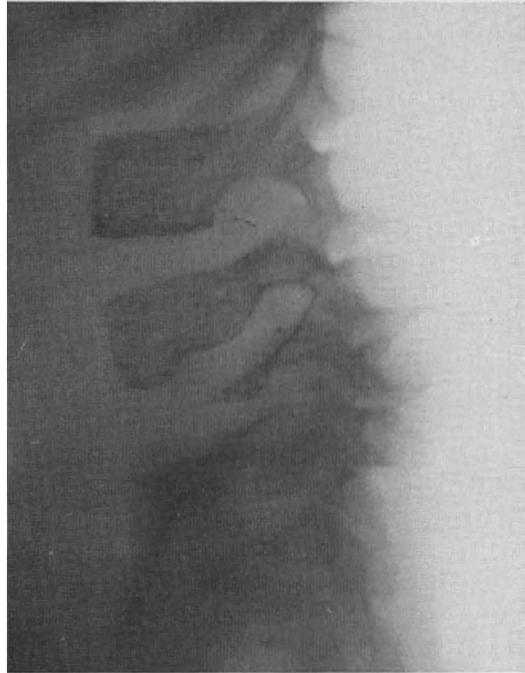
Röntgenbild zu Abb. 16. Vollständige Zerstörung des 5. und teilweise Zerstörung des 4. Lendenwirbelkörpers. Die Umrisse dieser beiden Wirbelkörperreste sind ziemlich scharf, letztere sind also in Ausheilung begriffen.
